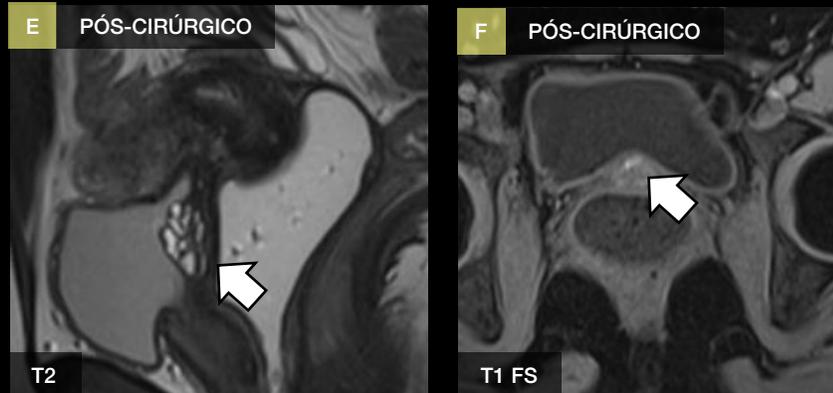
A-B: RM - formação tecidual obliterated the vesicouterine space (fig. A), with focal hemorrhagic (arrowhead) (fig. B), extending posteriorly to the anterior myometrium and involving anteriorly the detrusor muscle of the trigone and vesical base (fig. C - USTV).
